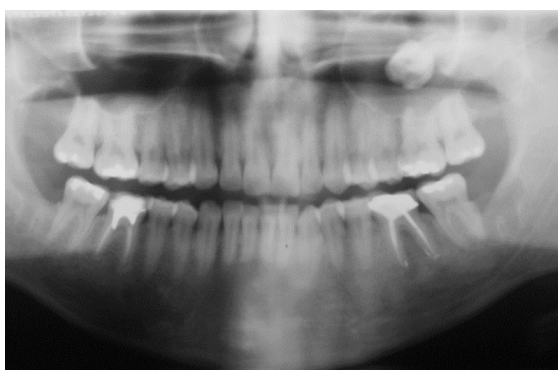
Radiografia panorâmica confirmando o deslocamento do dente 28 para o interior do seio maxilar esquerdo
